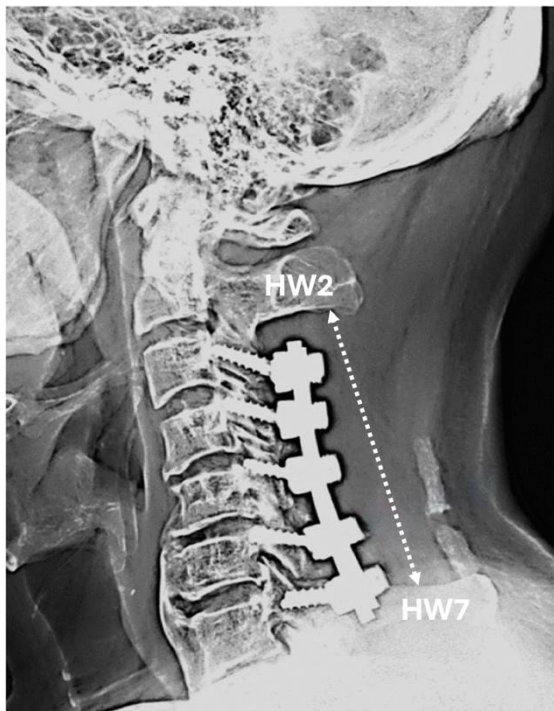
Röntgenaufnahme der Halswirbelsäule nach dorsaler Versorgung. Es ist zu erkennen, dass die Wirbelbögen inkl. der Dornfortsätze von HW3 bis HW6 zur Dekompression des Rückenmarks entfernt wurden (gestrichelte Pfeillinie). Die Entfernung von vier Wirbelbögen würde in der Folge zu einer Destabilisierung der Halswirbelsäule mit der Gefahr einer gefährlichen Deformation führen. Zur Stabilisierung wurden daher Schrauben von HW3 bis HW7 eingebracht und über Längsträger miteinander verbunden. Man bezeichnet dies als dorsale Instrumentierung.
